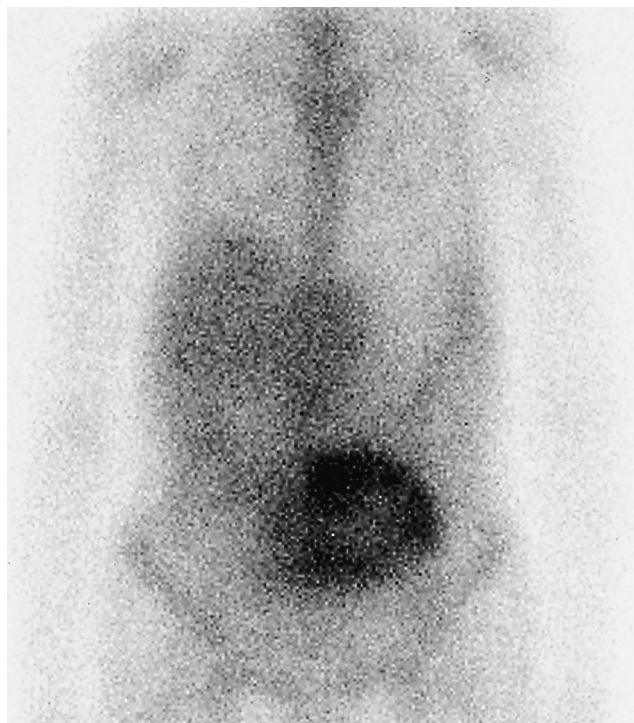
Ga-scintigraphy shows hot lesion in a huge tumor.
